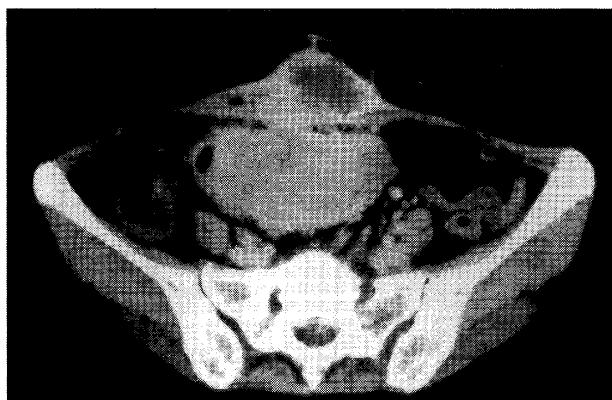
Abdominal CT reveals a tumor with abscess cavity, measuring about 5.0cm in diameter in the anterior portion of the abdominal wall.
